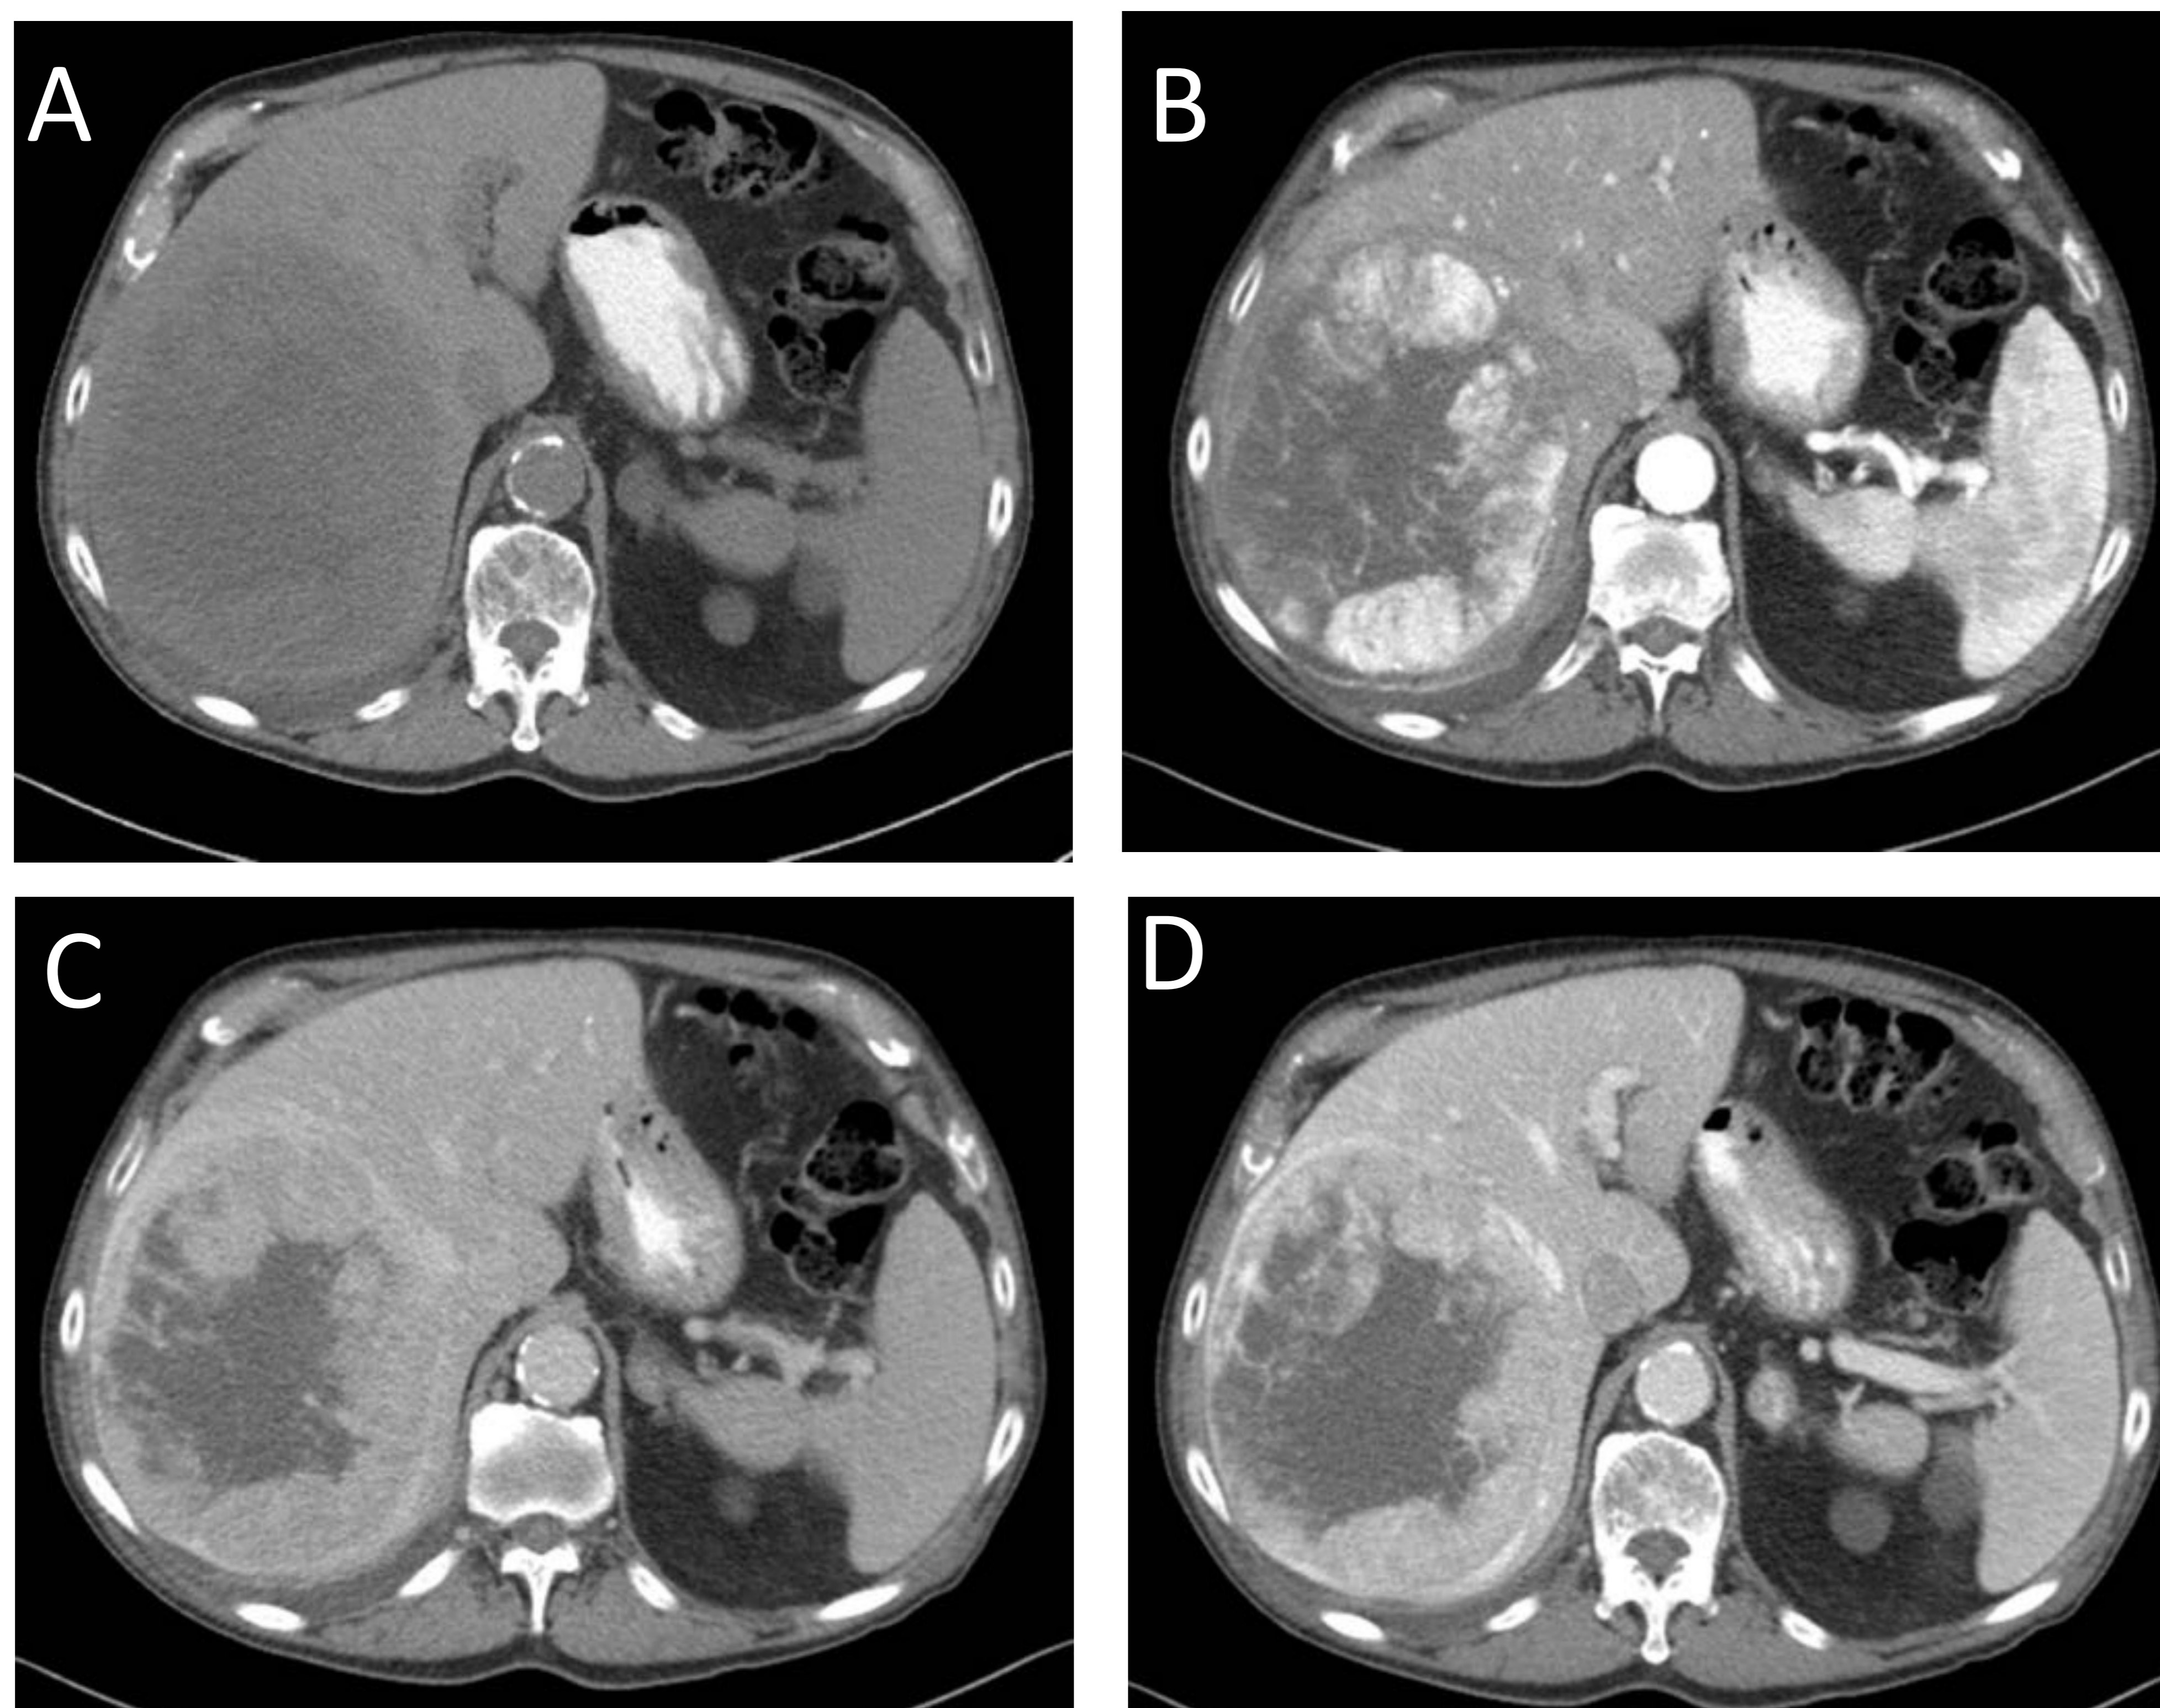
Hepatocarcinoma (CHC) bien diferenciado: en el estudio de TC se identifica una gran tumoración hepática encapsulada en un hígado de aspecto no cirrótico. Sin contraste se comporta como una masa heterogénea discretamente hipodensa, de bordes bien definidos (imagen B). Durante la fase arterial se objetiva una captación periférica y heterogénea de contraste, con múltiples islotes hipodensos centrales (imagen C). Durante las fases venosa (imagen D) y tardía (imagen E) presenta lavado precoz progresivo, con notable realce capsular. Resultado de la biopsia: CHC bien diferenciado.
